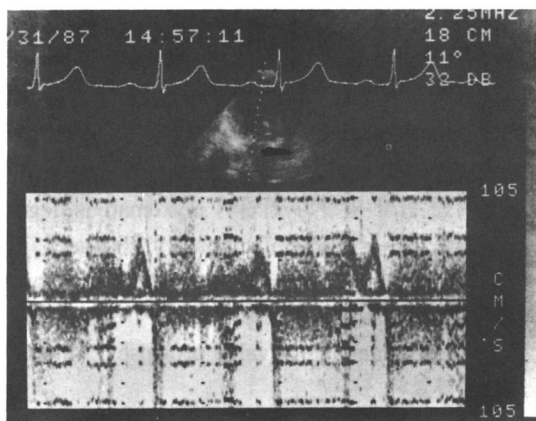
Doppler echocardiogram showing mitral regurgitation in a patient with mitral valve prolapse.
